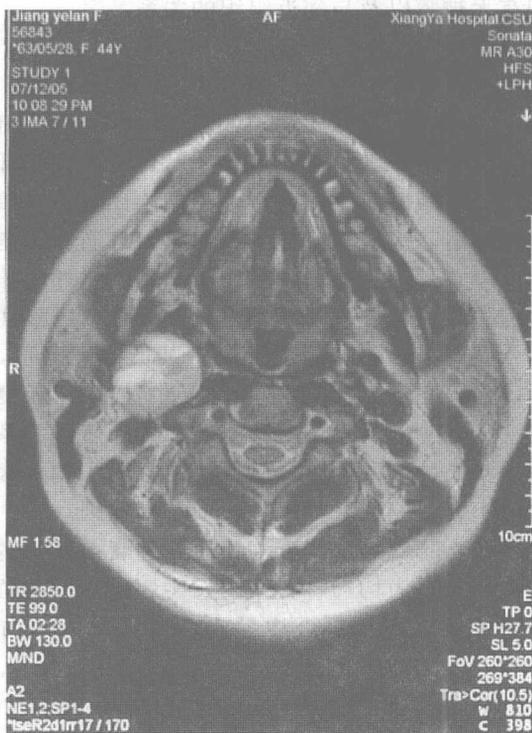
颈部 MRI 轴位示右侧神经鞘膜瘤
